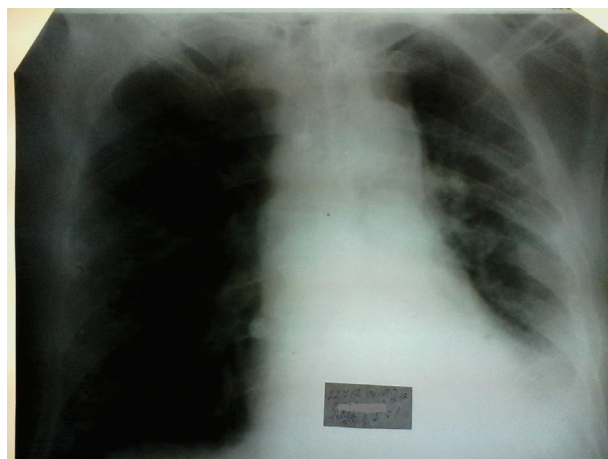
Рентгенограмма. 16 ноября 2015 г., после торакоцентеза
